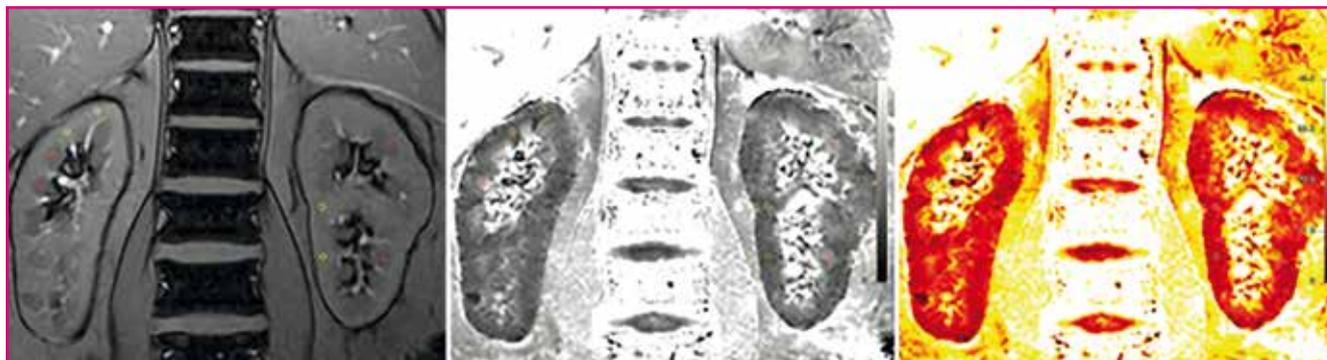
Étude de l'oxygénation tissulaire rénale par BOLD-IRM.
